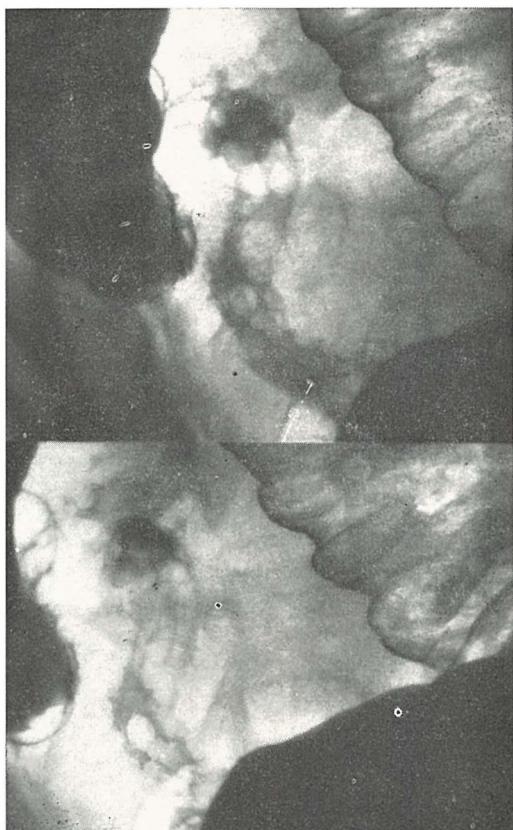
Farmakoradiografija bulbusa duodeni sa prikazom svježeg peptičkog ulkusa stražnje stijenke duodenuma
